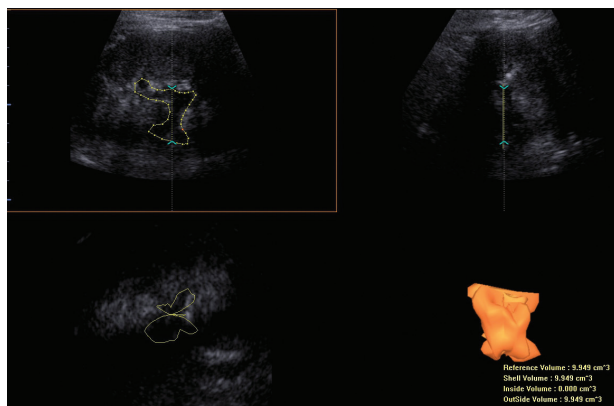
Ultrasonograficzna ocena nerki prawej. Po stronie prawej widoczny przekrój wzdłuż długiej osi narządu, po lewej przekrój poprzeczny. Na obu obrazach centralnie w obrębie pola centralnego nerki widoczny hipoechogeniczny obszar odpowiadający poszerzeniu miedniczki nerkowej
